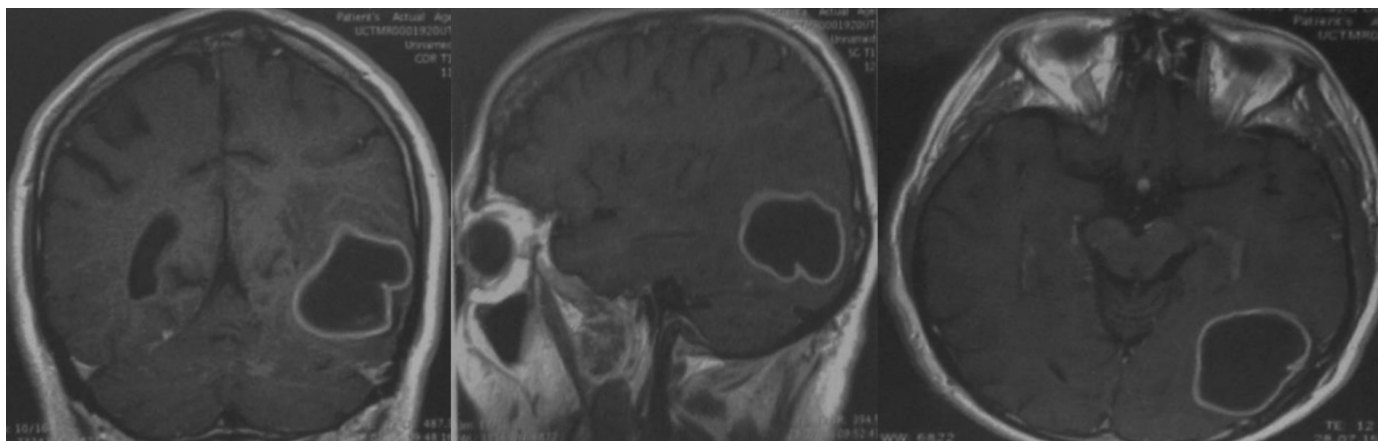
Абсцесс головного мозга. МРТ, T_1 ВИ.
